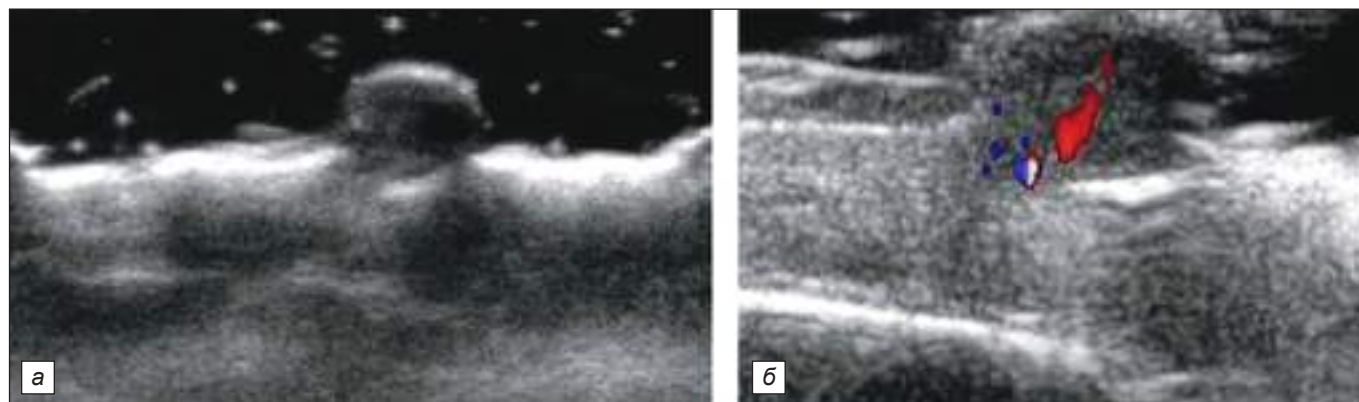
УЗИ с ЦДК ПГ волосистой части головы: *а* – при осмотре мягких тканей волосистой части головы наочно визуализируется эхо-образование размером 6,5×5,5 мм, форма округлая, контуры четкие, ровные, содержимое гомогенное, глубиной до 1,2 мм; *б* – в режиме ЦДК: визуализируются единичные пиксели кровотока, окружающие ткани интактны.
